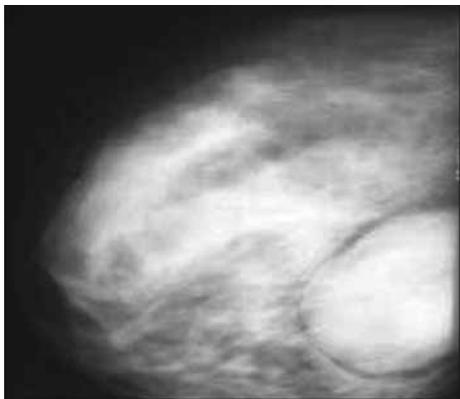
Рентгенограмма правой молочной железы краниокаудальной проекции больной А., 20 лет. Нейрогенная саркома правой молочной железы. В верхнем квадранте определяется дольчатое узловое образование размером 7\*6 см, контуры четкие, полоска просветления по периметру опухолевого узла.
